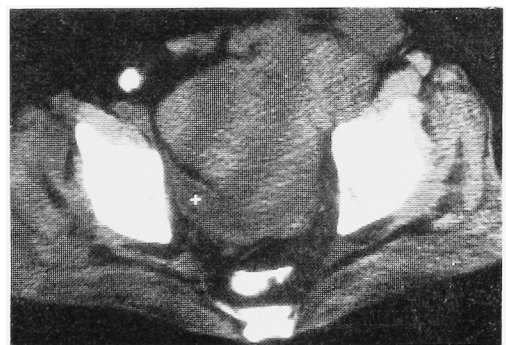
CT scan of the pelvis before any clinical therapy. It shows a large tumor occupying the pelvis and growing throughout the pelvic cavity.
